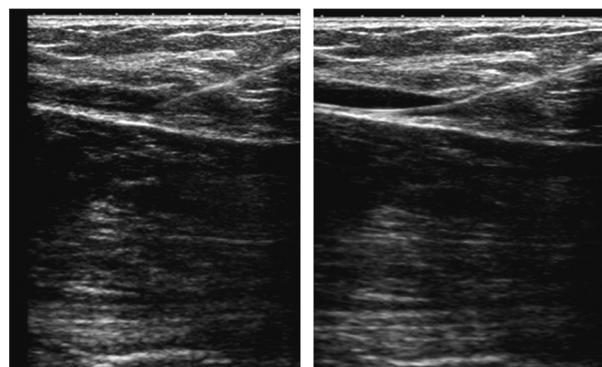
超声图像显示针尖位于血管内(左)和导丝位于血管内(右)
